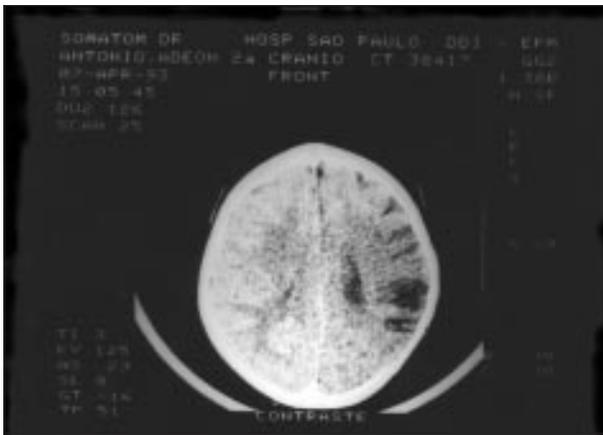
Tomografia computadorizada cerebral demonstrando imagem densa em região têmporo-parietal esquerda com dilatação discreta da região ventricular esquerda.
